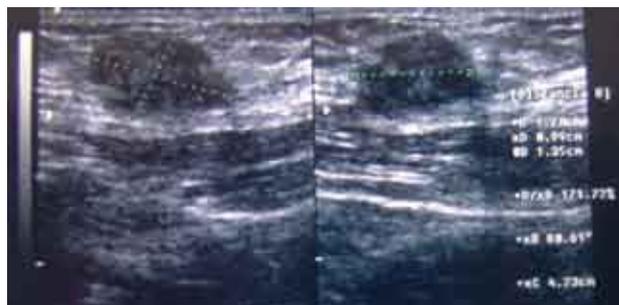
Ultrasonograma que muestra un nódulo en la pared abdominal.
